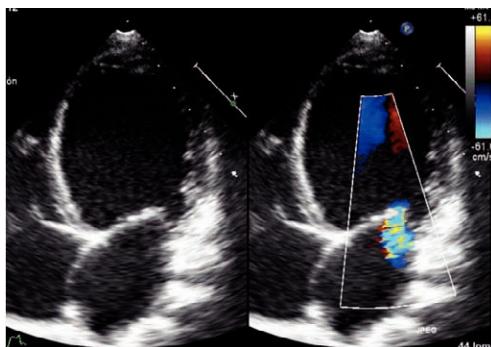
Ecocardiograma en el que se observa gran dilatación del ventrículo izquierdo. En el panel derecho se objetiva un jet de insuficiencia mitral.
